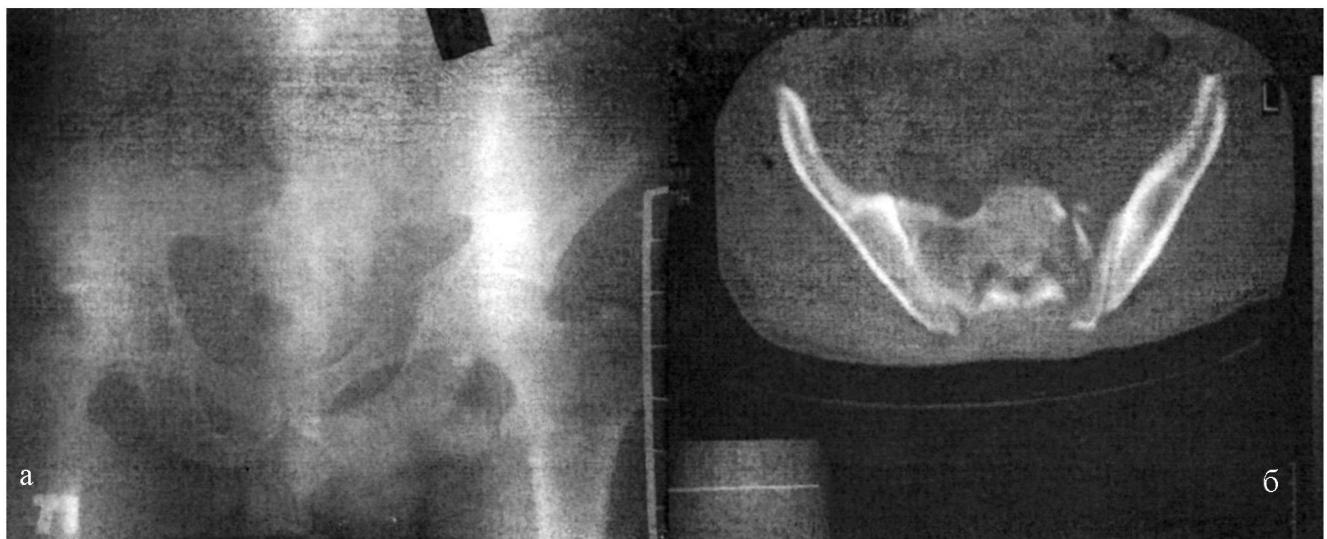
Рентгенограмма (а) и КТ (б) больного М. Нестабильное повреждение таза (тип С).
